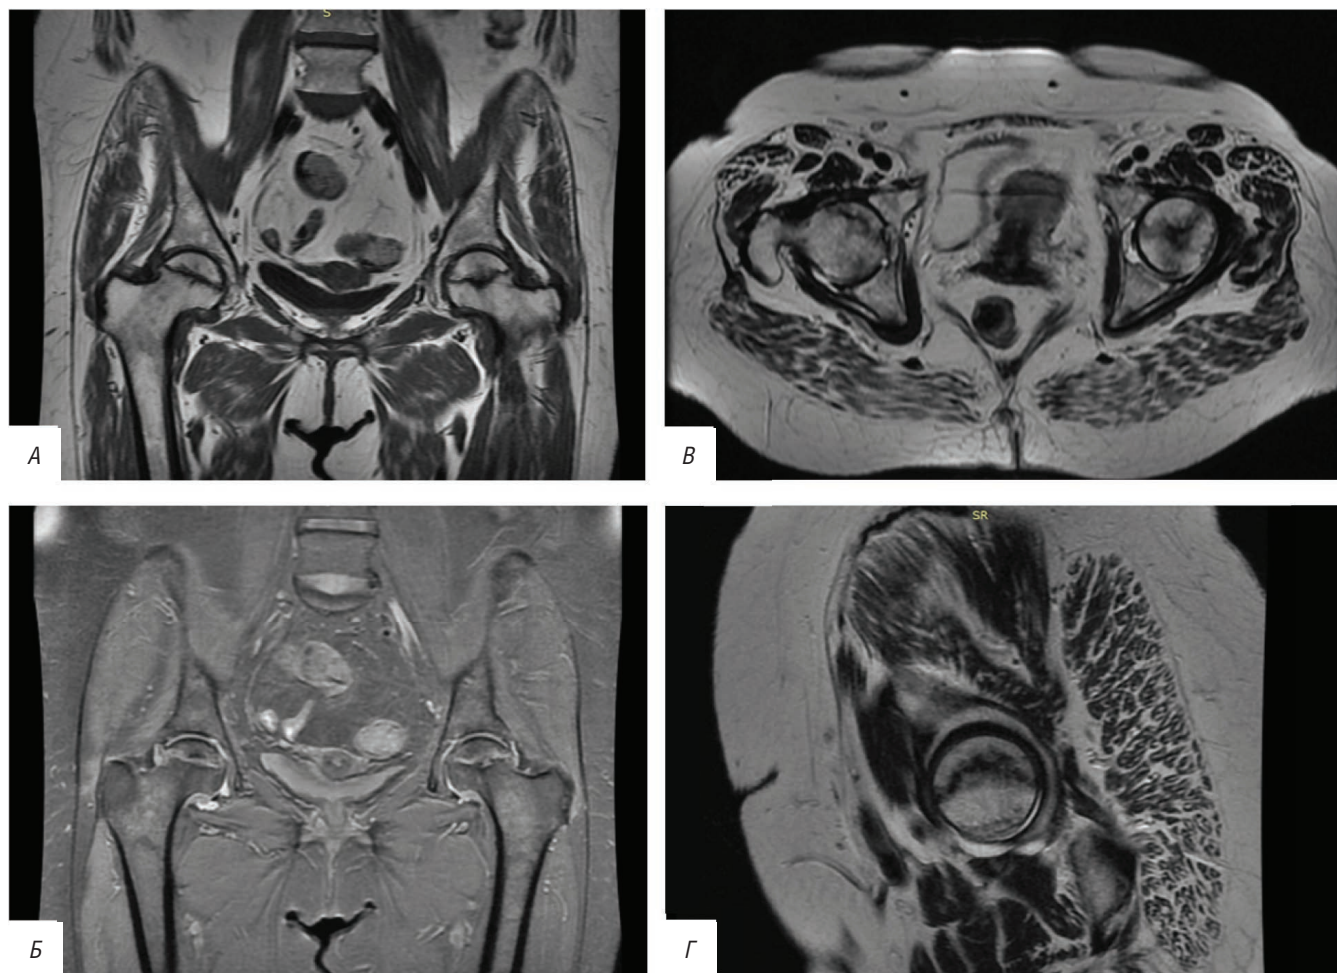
Пациентка 3. МРТ тазобедренного сустава: А – коронарная проекция, режим FSE T2; Б – коронарная проекция, режим PD FS; В – аксиальная проекция, режим FSE T2; Г – сагиттальная проекция, режим FSE T2. Выявлены остеонекроз головок бедренных костей II стадии, умеренные явления синовита обоих тазобедренных суставов
